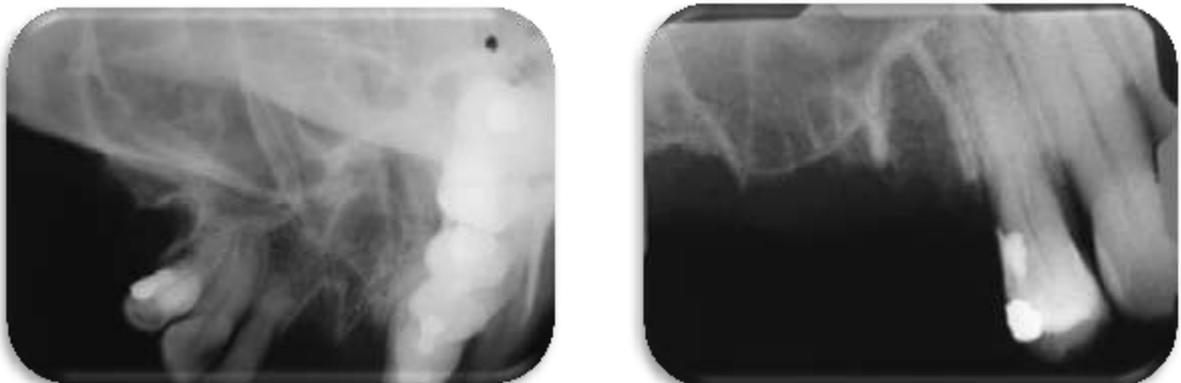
Periapicales, se observa persistencia de corticales, engrosamiento de lámina dura.
